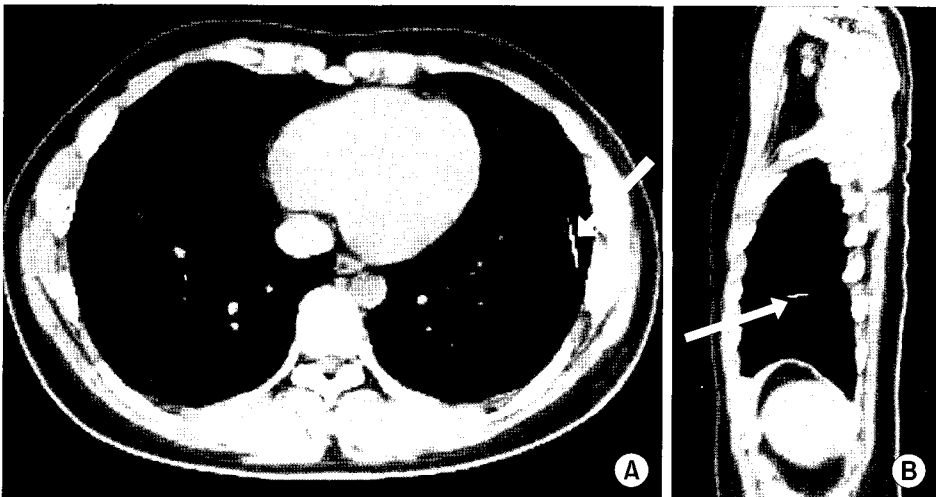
Chest computed tomography showed a foreign body suspected of being a metal artifact. Foreign body is located in the left lower lobe (A: axial view, B: sagittal view).
